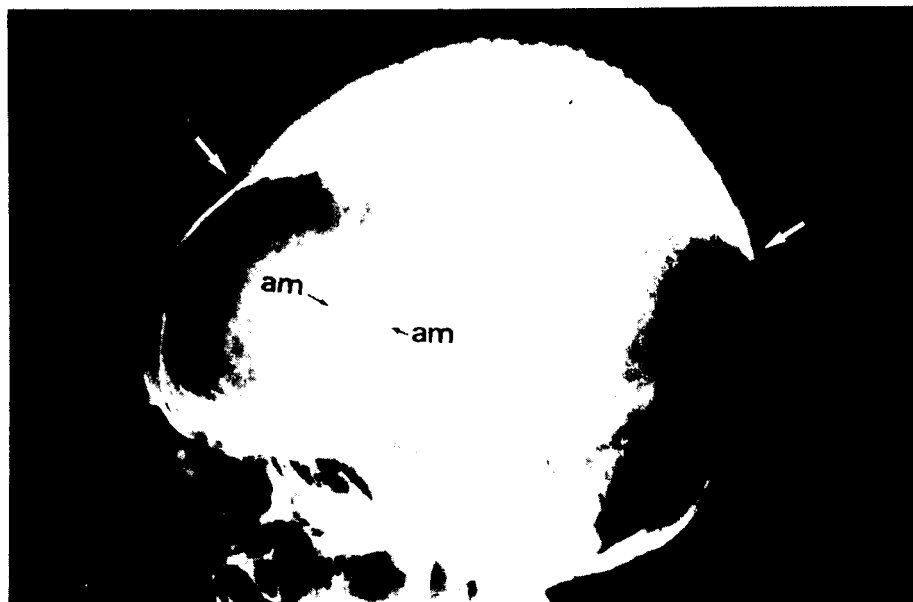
Radiografía de un enorme meningioma osteogénico del vértex craneal con gran infiltración de la bóveda (↓) que en la porción más externa da la imagen en «cepillo». Dos gruesas ramas anteriores de ambas arterias meníngicas medias se dirigen al tumor (am). (Cortesía del doctor Adolfo Ley Valle.)
